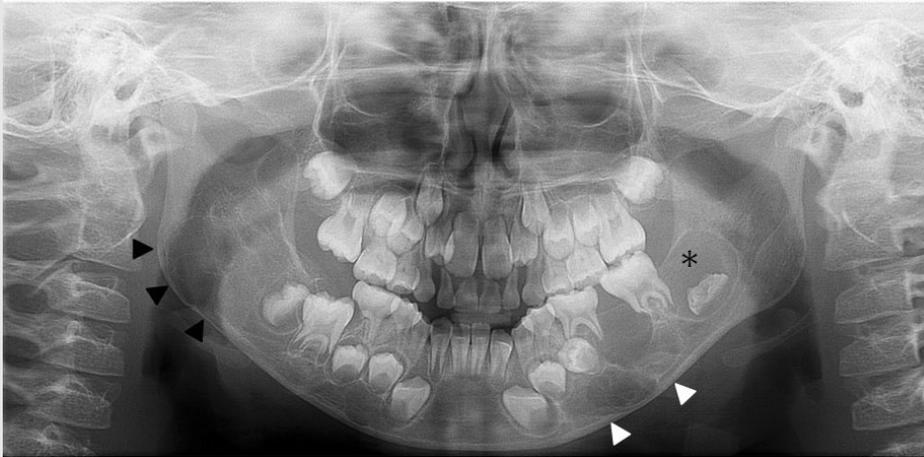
The initial panoramic radiograph. Multiple radiolucent lesions can be observed in mandibular left body(white arrows). The dental follicle of a developmental mandibular left second molar is somewhat enlarged and the tooth is displacement downward(an asterisk). There are another multilobular radiolucent lesions on mandibular right ramus(black arrows).
